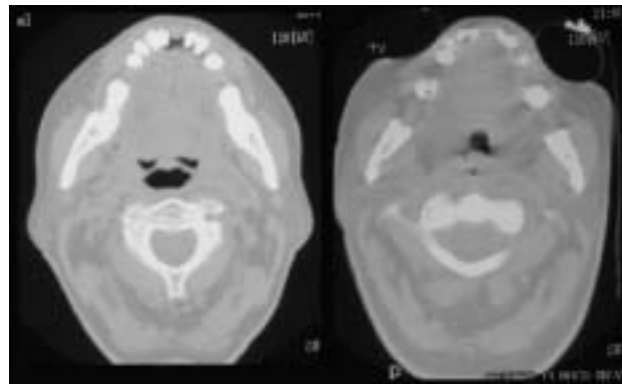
Imágenes de tomografía axial computarizada que muestran la diferente permeabilidad de la vía aérea superior durante la maniobra de “insuflación” con el Coflator Emerson respecto a la de “exuflación” observada en un enfermo con esclerosis lateral amiotrófica y afectación bulbar.
